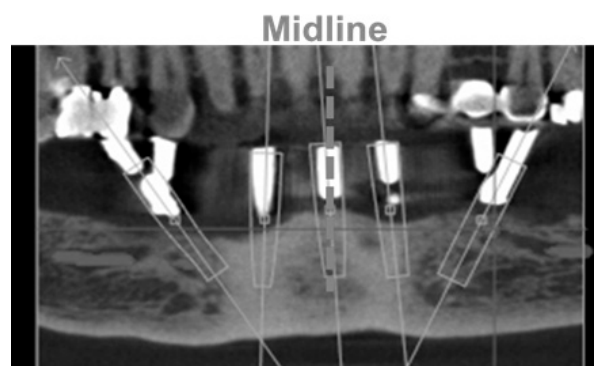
Preoperative Cone beam CT with stent.
